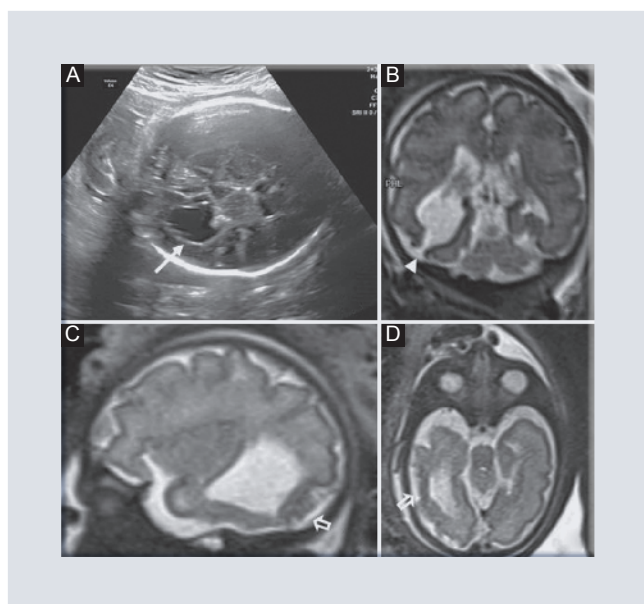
Paciente de 44 años de edad con 31 SDG. A: Se observa un corte axial de US del encéfalo con colpocefalia unilateral (flecha). B-D: En las imágenes de RM se identifica esquizencefalia de labio abierto (punta de flecha), con dilatación del asta occipital derecha, además de polimicrogiria (flecha abierta).
